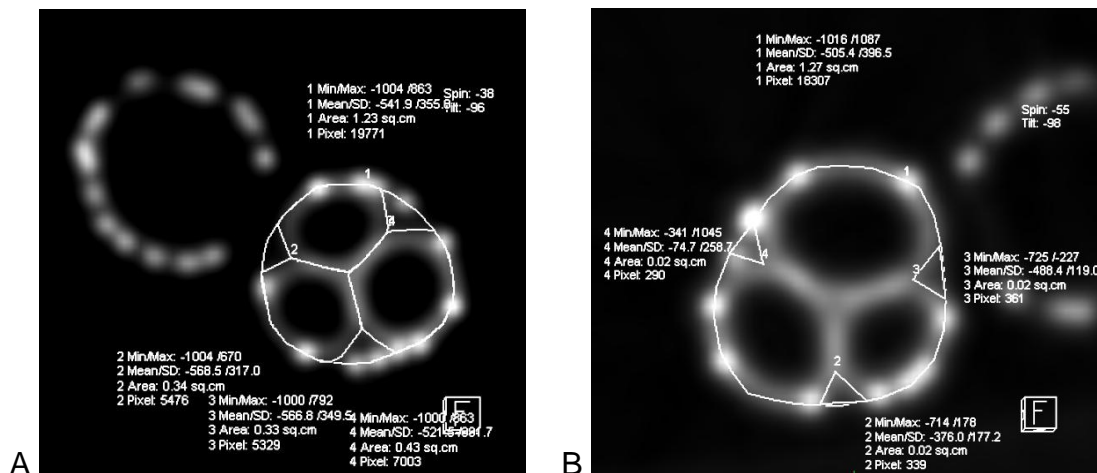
EXEMPLO DE CORTE AXIAL DA TOMOGRAFIA COM MÉTODO DE MEDIDA DO TIPO A E CORTE AXIAL DA TOMOGRAFIA COM MÉTODO DE MEDIDA DO TIPO B
